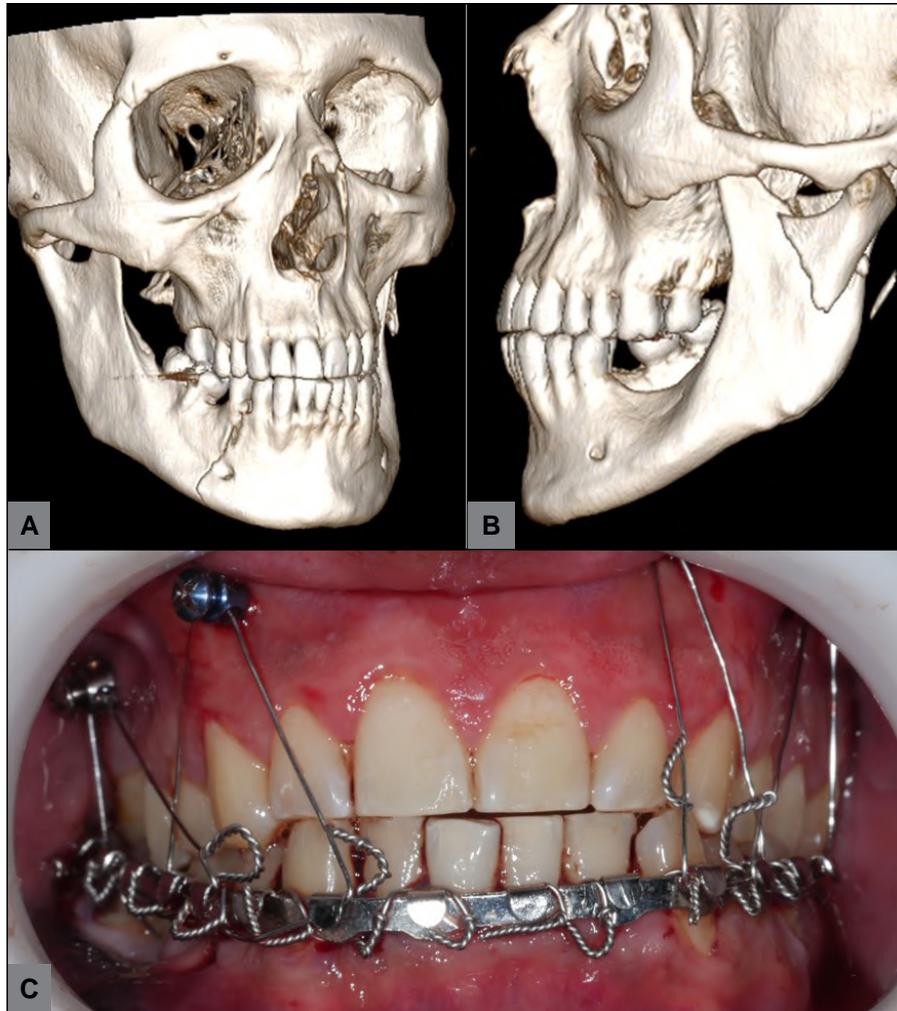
A: Tomografía computada inicial, fractura parasinfisiaria derecha. B: Tomografía computada inicial, fractura de base de cóndilo izquierdo. C: Tratamiento de urgencia.
